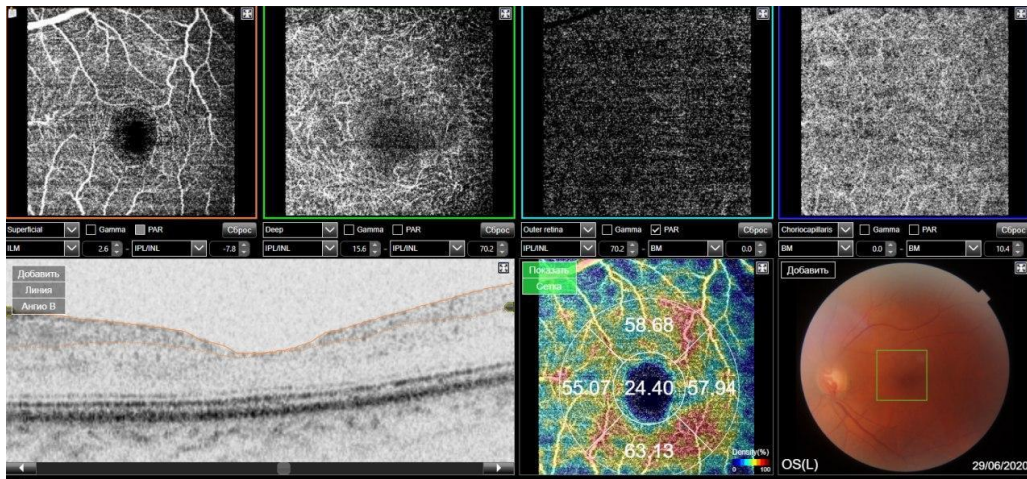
Оптическая когерентная томография с ангиографией пациента 1 группы. Регистрируется гипоперфузия фовеальной области поверхностной (лев.) и глубокой (прав.) сосудистых сетей (пл. скан. 3×3 мм).
